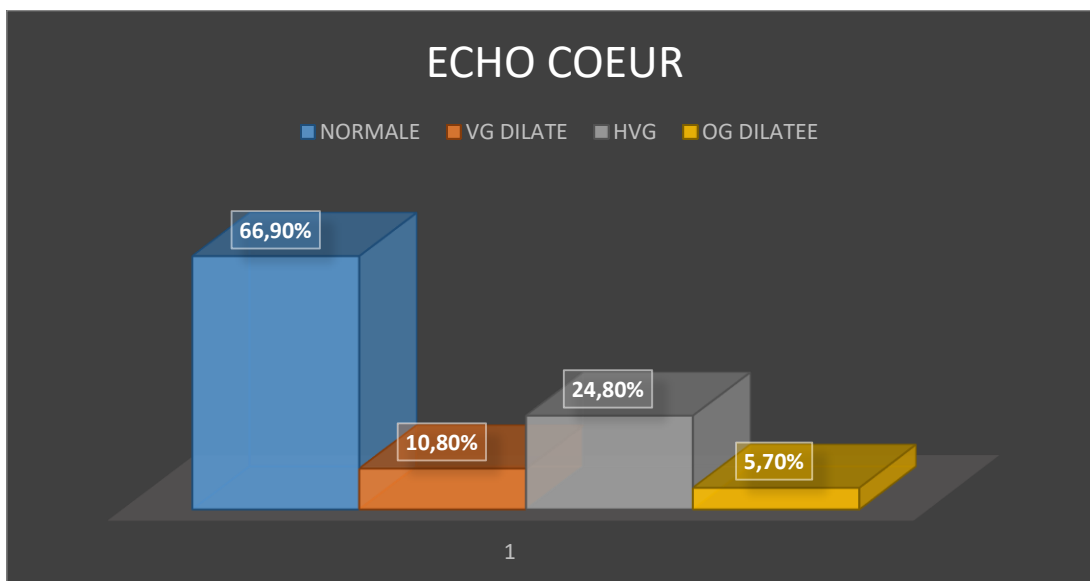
Répartition selon le résultat de l'échographie doppler trans thoracique.
